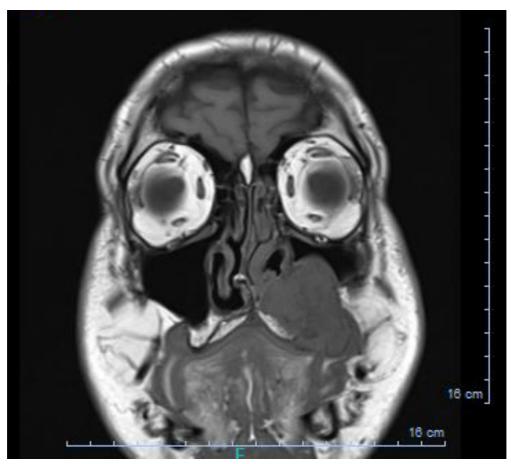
Corte coronal de RM do crânio, ponderada em T1, que sugere lesão nodular expansiva com 4 x 3,6 x 4,1cm, com sinal intermédio heterogéneo, localizada na maxila esquerda, invadindo o seio maxilar e em contacto com o corneto inferior homolateral.
